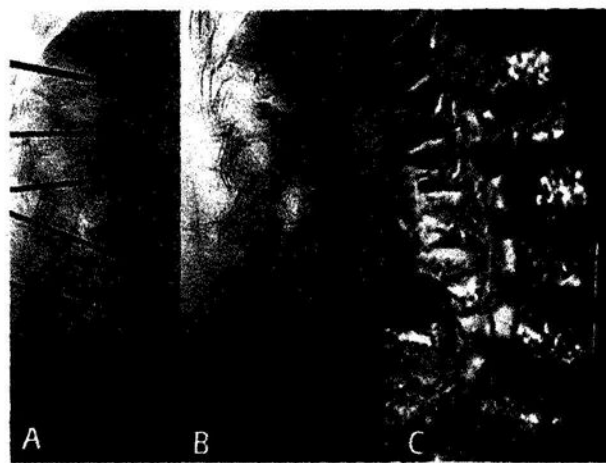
Vertebroplastica di 6 vertebre (l'ultima toracica e le 5 lombari). Gli aghi posizionati nei corpi vertebrali (A), il controllo radiografico immediatamente dopo l'iniezione del cemento (B) e il controllo a distanza (C) mediante ricostruzione Tc in 3D
